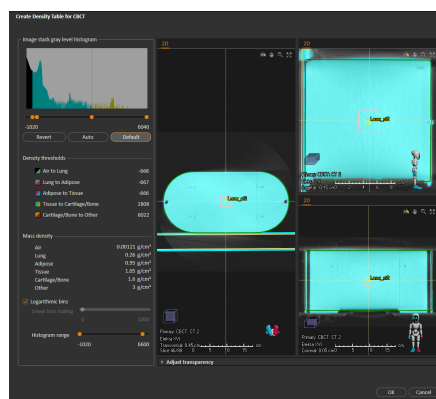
Attribution manuelle des densités (CBCT)
